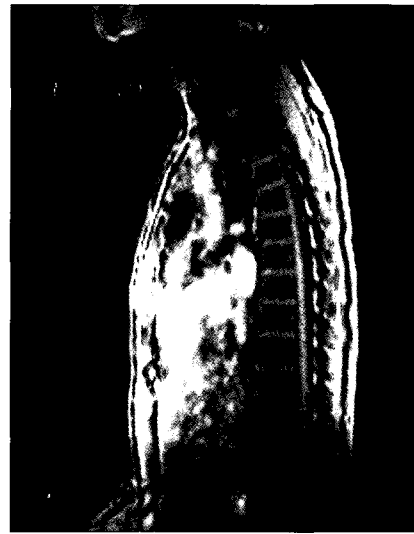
Magnetic resonance imaging shows increased signal intensity at lower one third of the sternum on T2-weighted image.
